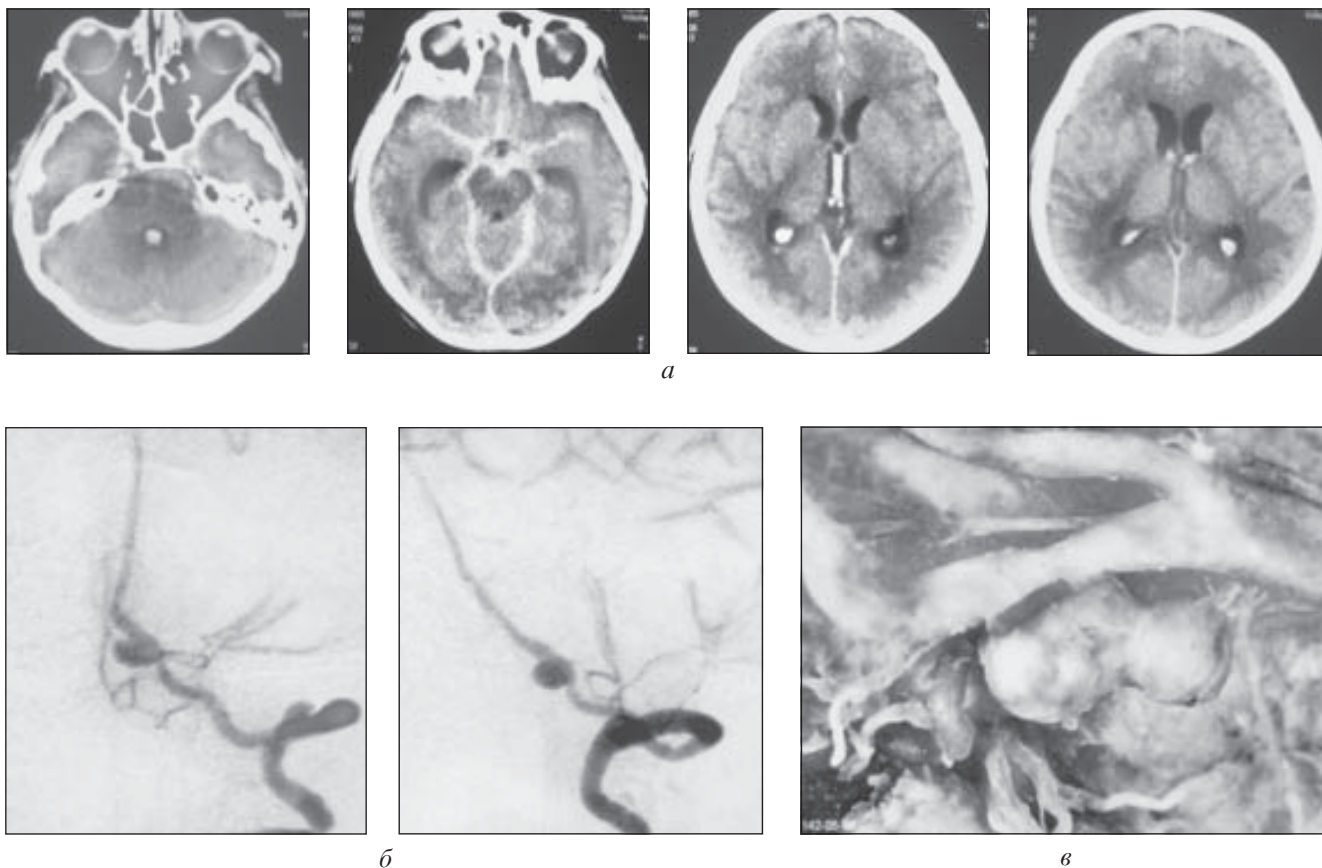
Мішкоподібна АА дистального відділу лівої ХА: *а* — СКТ головного мозку, масивний субарахноїдально-вентрикулярний крововилив; *б* — результати церебральної ангіографії, контрастується МА дистального відділу лівої ХА з широкою шийкою, спазм основної артерії; *в* — результат патоморфологічного дослідження, неповне виключення шийки аневризми
